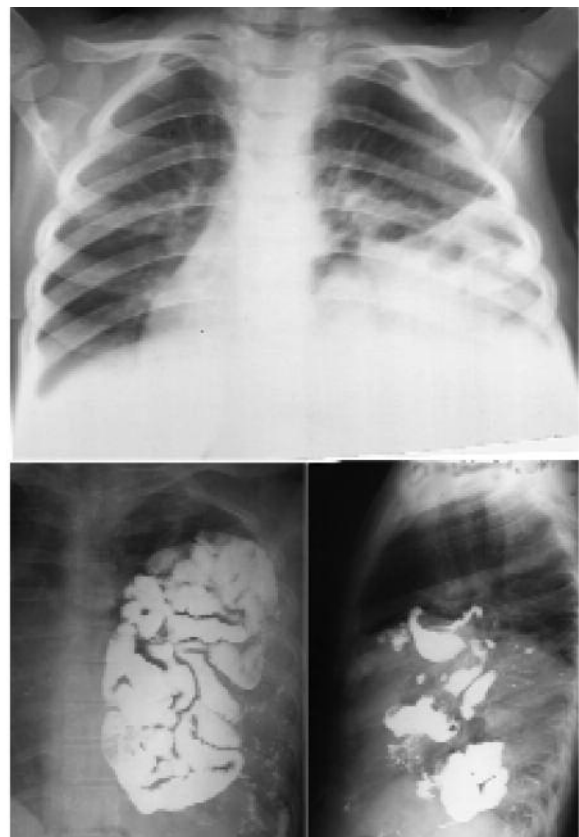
Аплазія діафрагми ліворуч. Оглядова рентгенограма і рентгенографія з пероральним контрастуванням. На нативній рентгенограмі на тлі лівої легень визначається неоднорідне затемнення, серце зміщене праворуч. Після контрастування на рентгенограмах у горизонтальному положенні хворого виявляються залишки контрасту в шлунку і туго виповнення петель тонкої кишки
